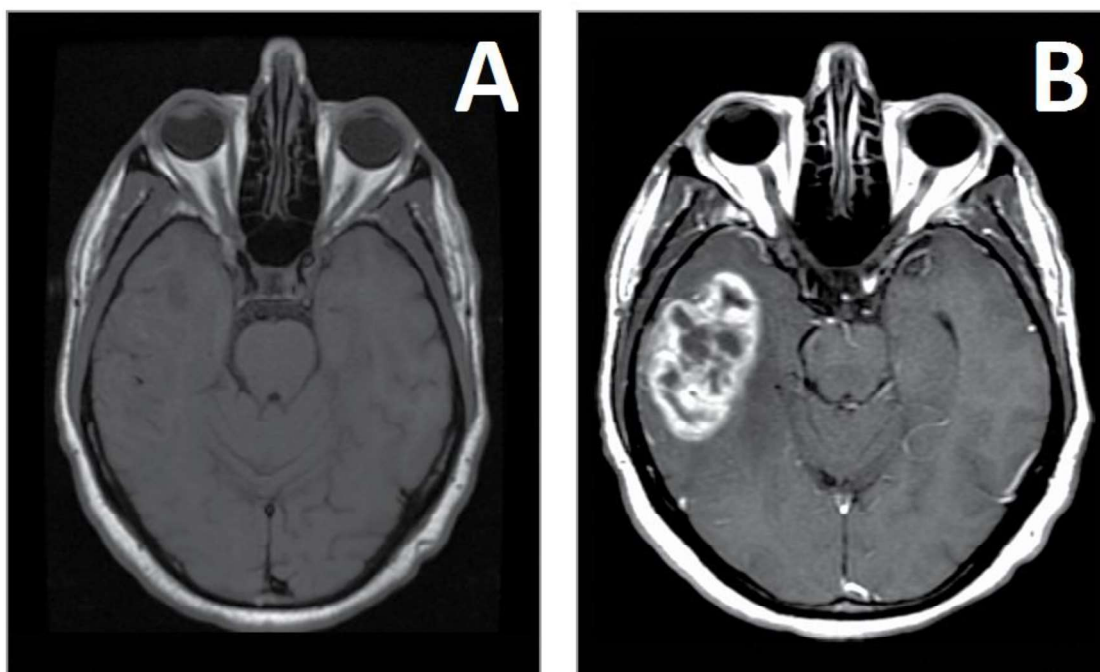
Ressonância nuclear magnética do cérebro de pacientes com glioblastoma (A) sem contraste e (B) com contraste (Omuro e DeAngelis, 2013).
